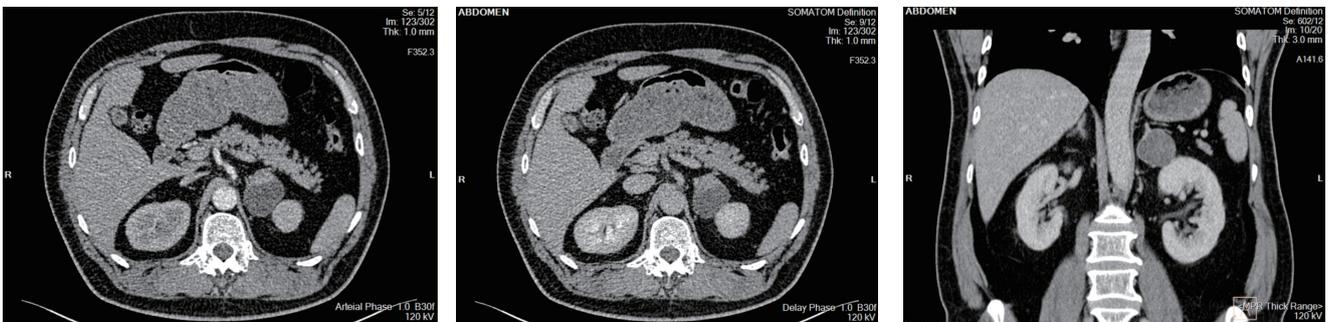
肾上腺肿块 CT 摄片(甲状腺手术后1年,患者常规体检腹部CT提示左侧肾上腺区4.3 cm×3.9 cm 囊实性肿块)
